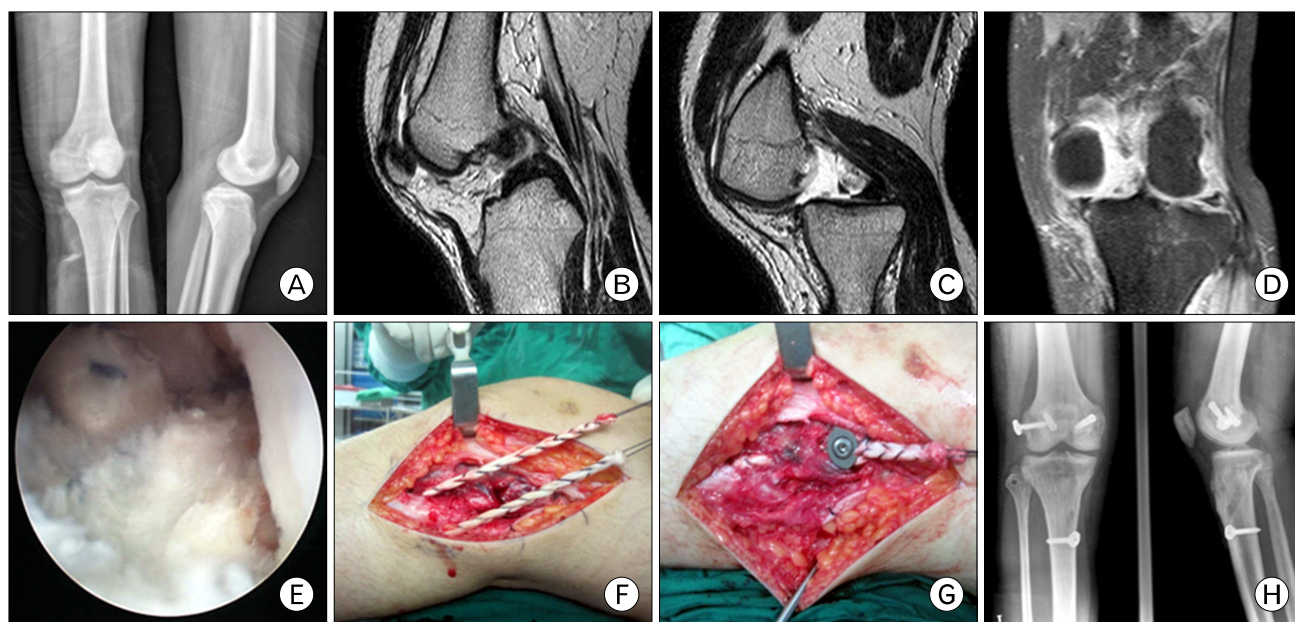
A 28-year-old male patient was injured with out car accident who had anterior cruciate ligament (ACL), posterior cruciate ligament (PCL) and posterolateral corner injury with knee dislocation. Operation was done at 10 days after trauma. (A) Preoperative X-ray. (B) MRI image of ACL injury. (C) MRI image of PCL injury. (D) MRI image of Posterolateral corner injury. (E) Arthroscopic findings of ACL and PCL reconstruction state used 2 achilles tendon allografts. (F) Operation used an achilles tendon allograft. Graft runs from anterior to posterior through the tunnel in the fibula. (G) Intra-operative findings of Posterolateral coner injury. Fixed graft at femoral tunnel site. (H) Postoperative X-ray.
